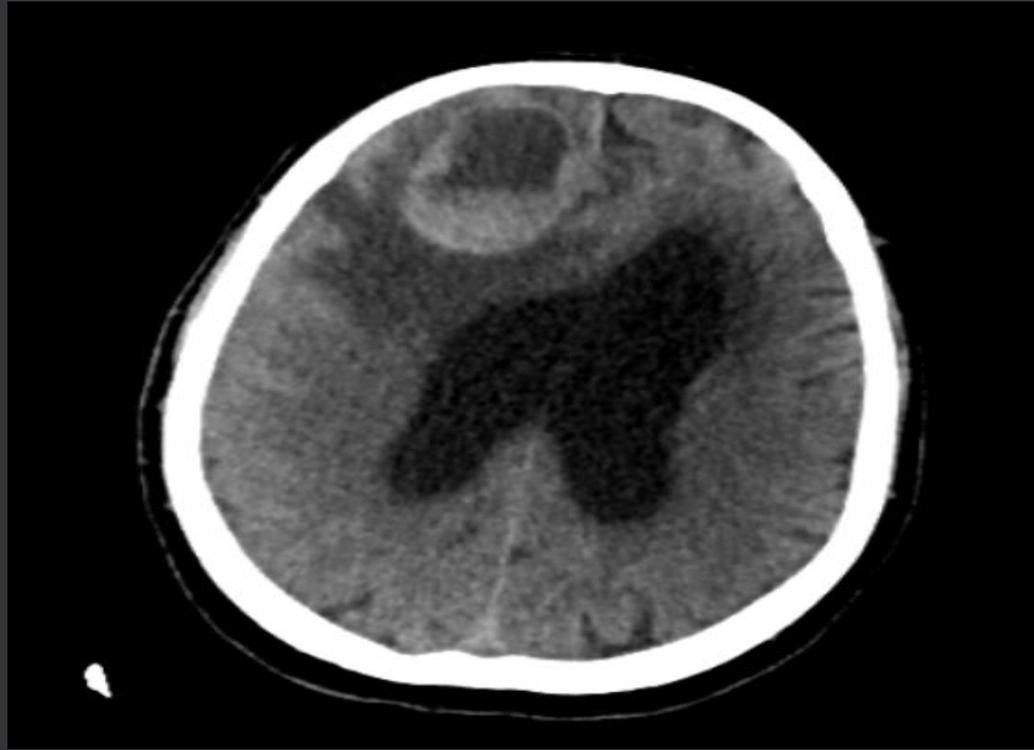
TC sin contraste donde se observa imagen nodular espontáneamente hiperdensa con nivel líquido y contenido hemático asociado a edema vasogénico ubicada a nivel frontal derecho
